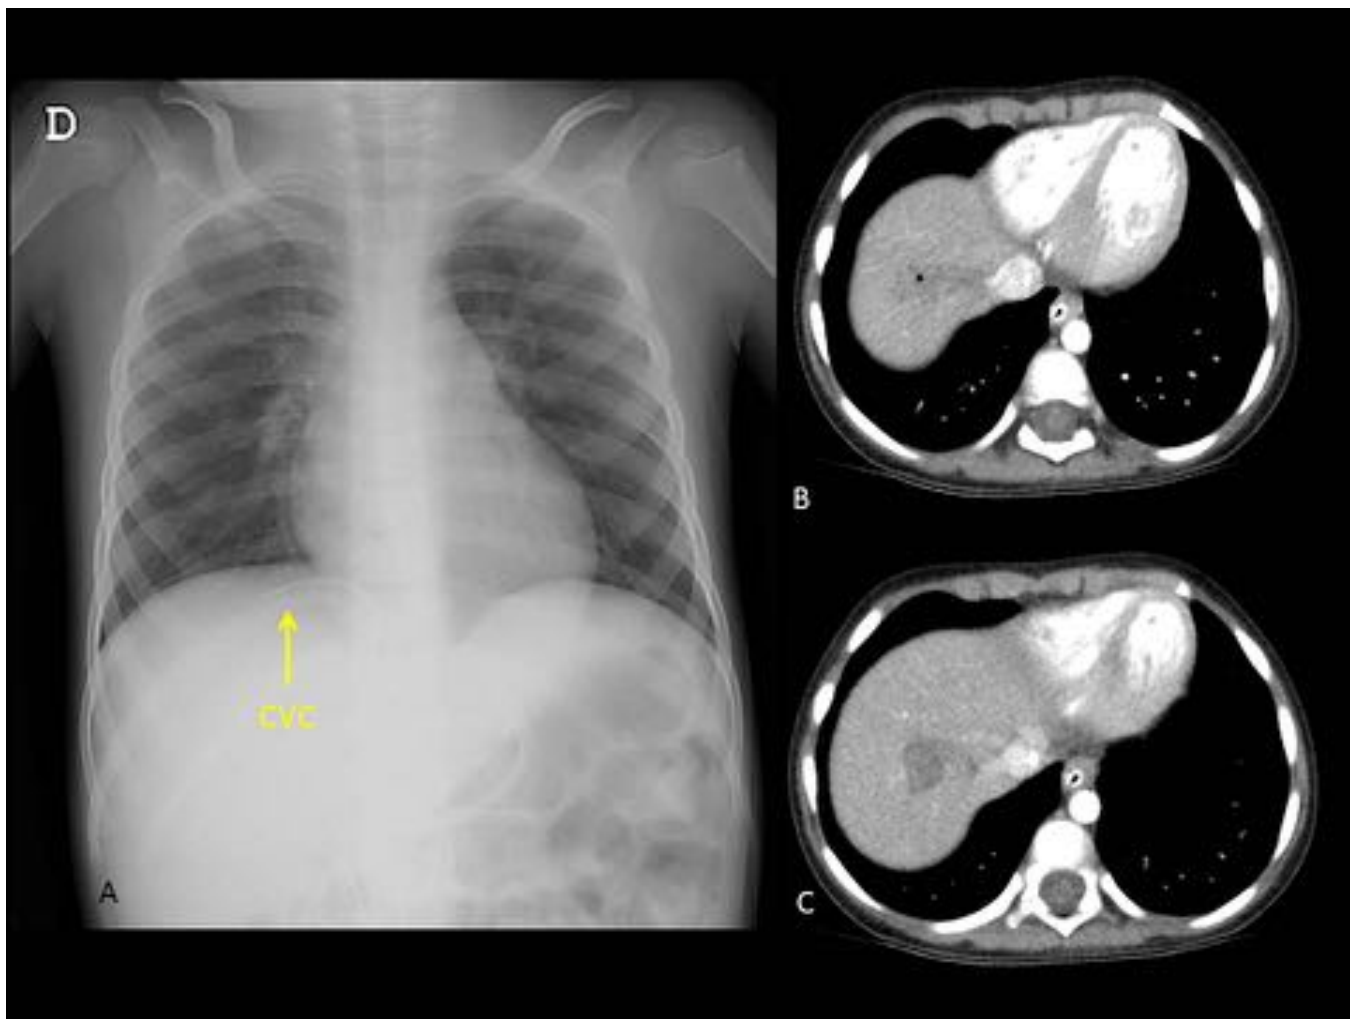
Lesión hepática. A) Se identifica el extremo del CVC a nivel intrahepático. B) y C) TC abdominal que muestra colección hepática con aire en su interior secundaria a extravasación.
